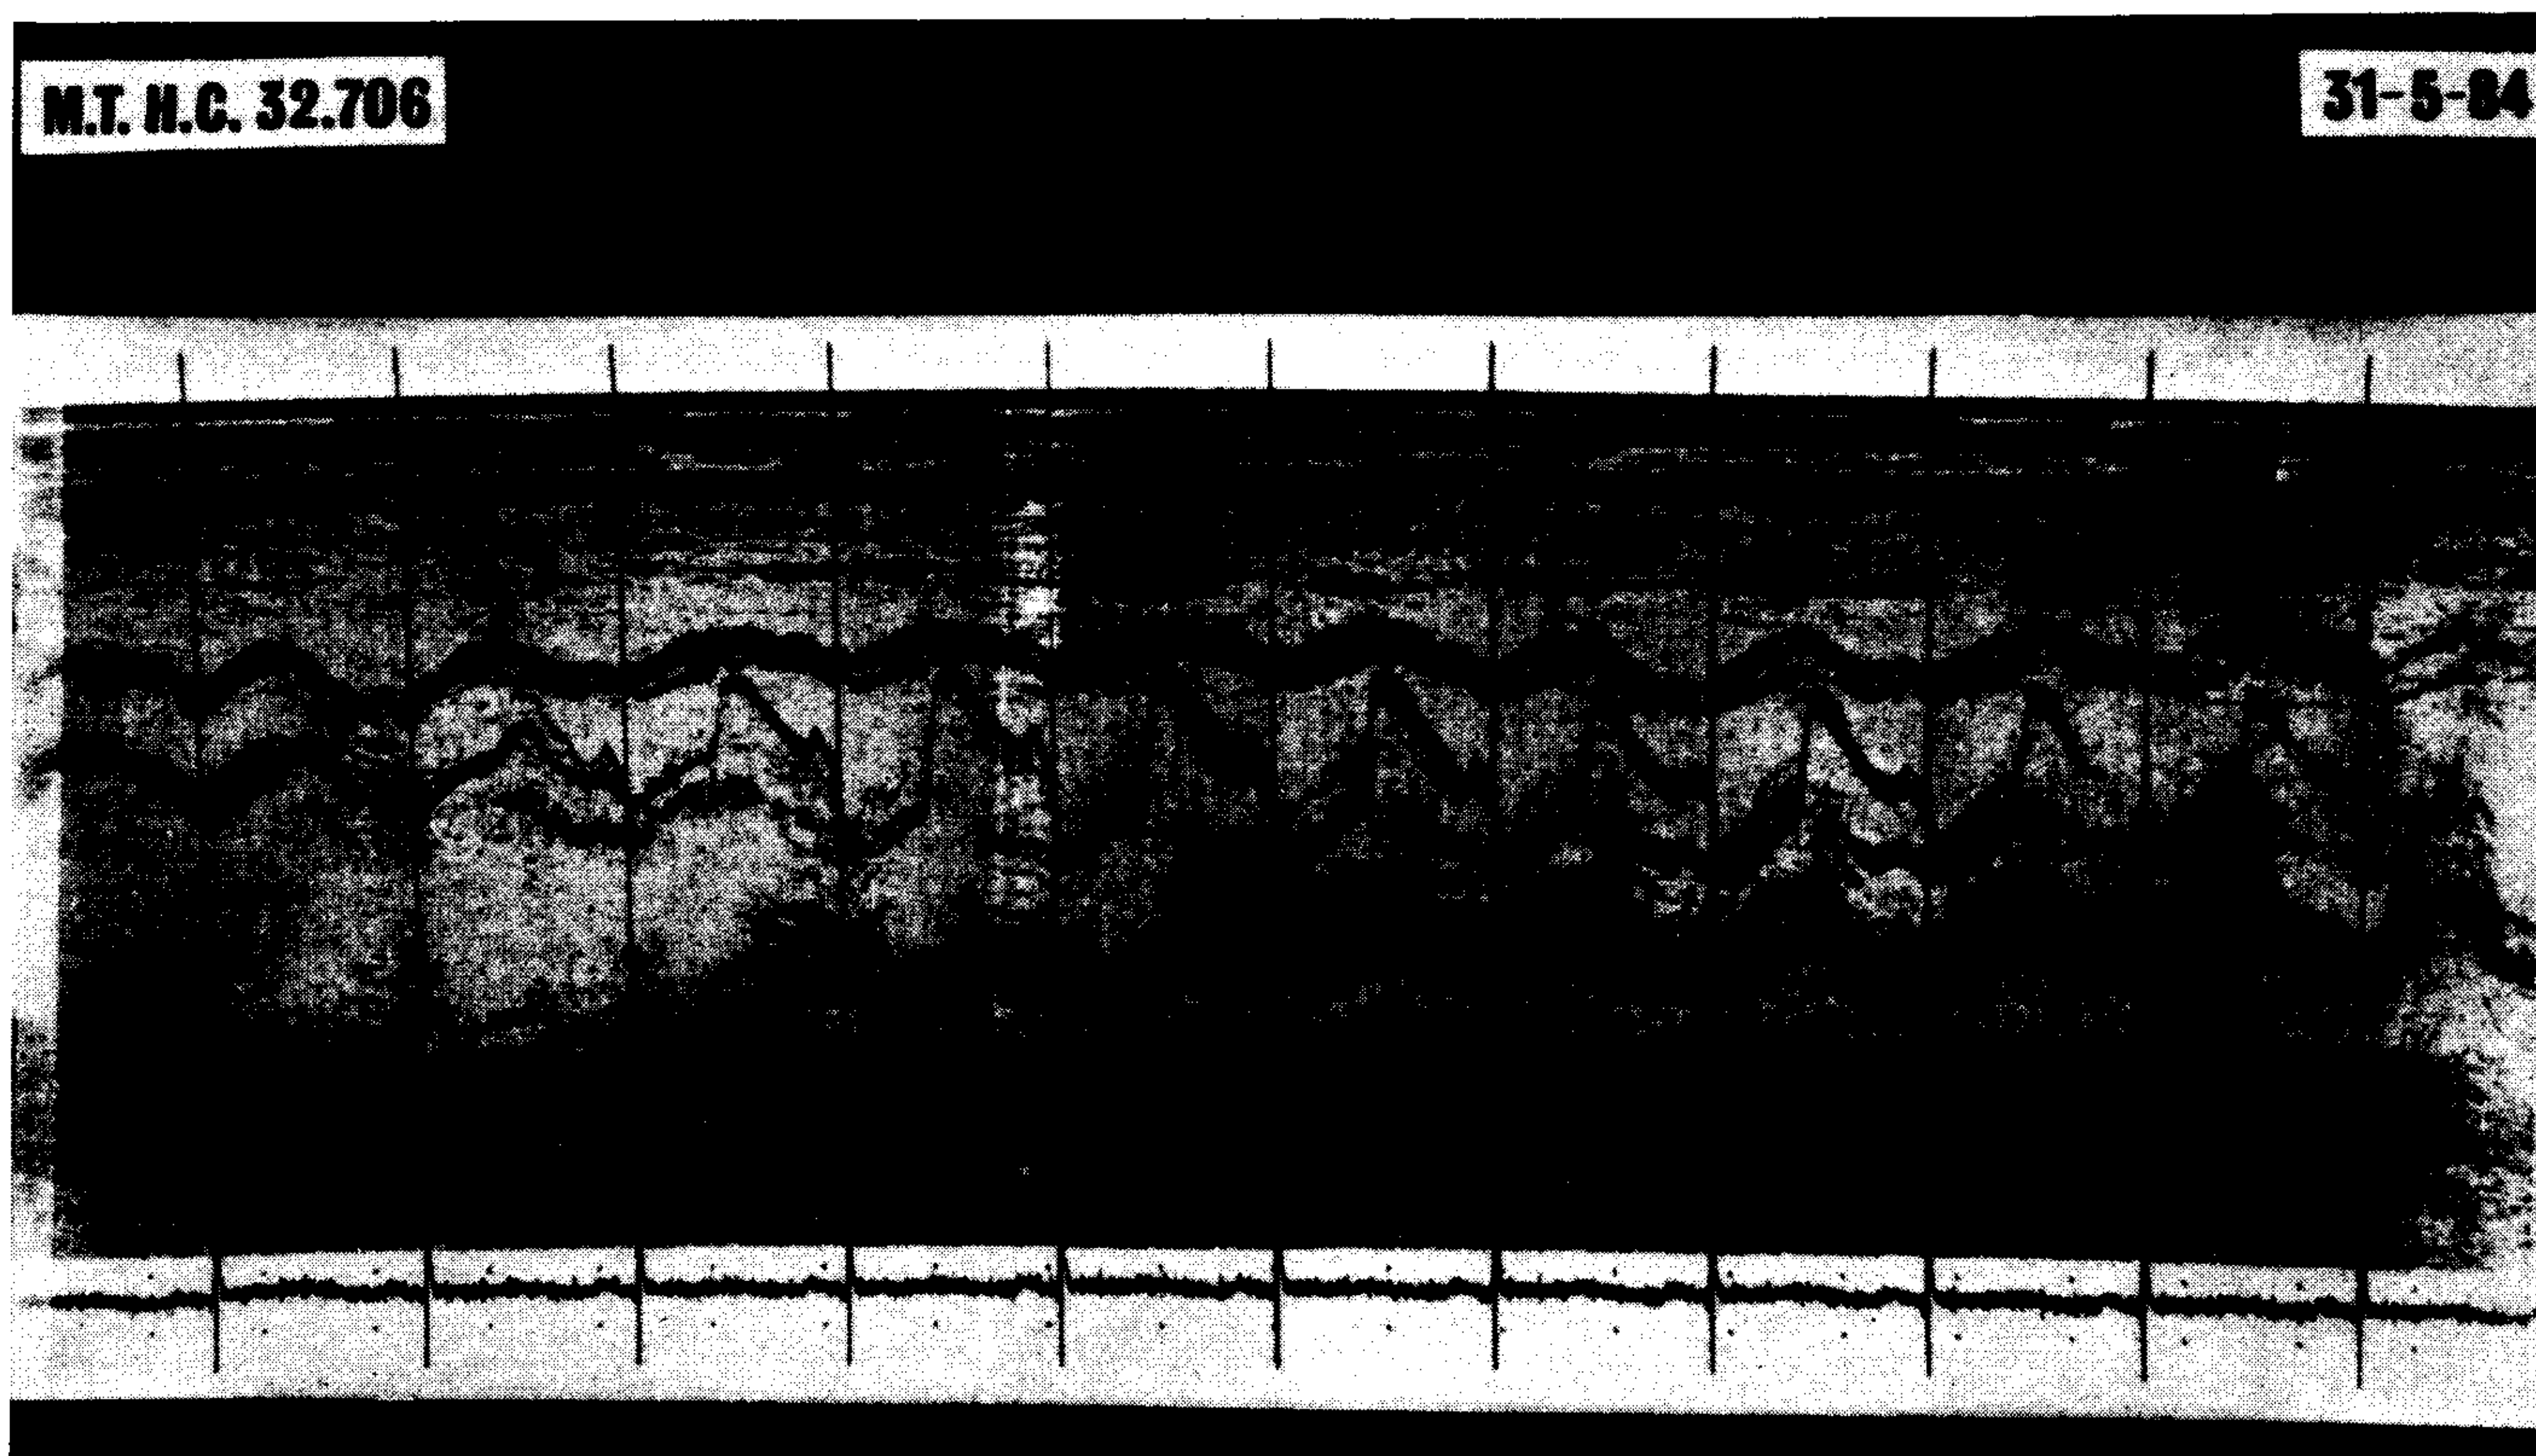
Ecocardiograma modo M (ingreso). Importante derrame pericárdico.
